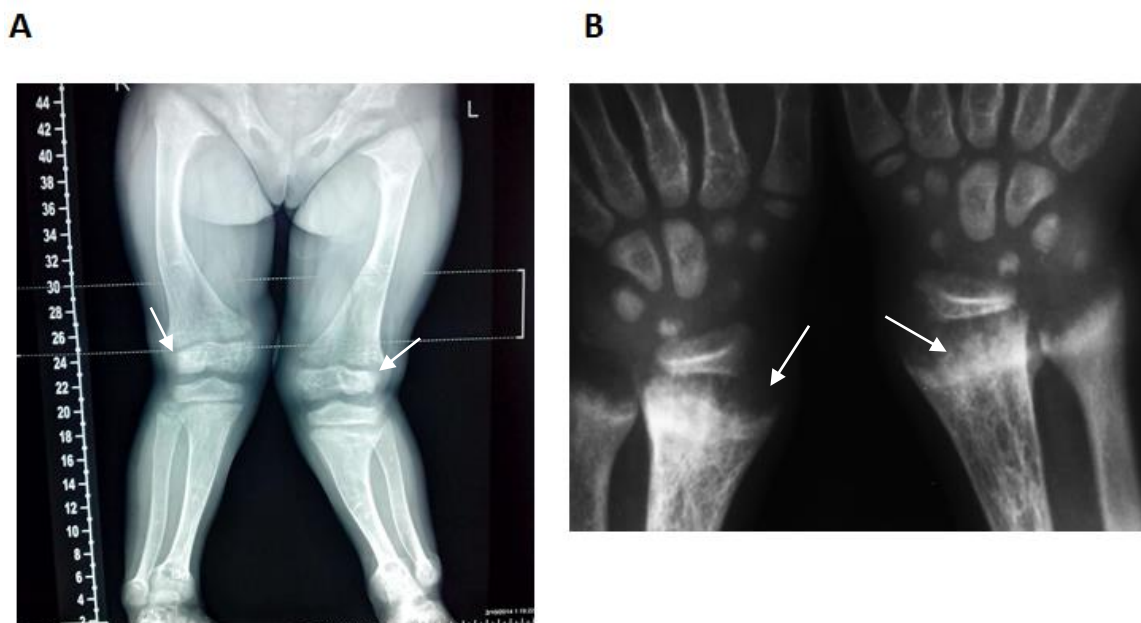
Рентгенограммы трубчатых костей пациента Е.М., 8 лет, диагноз Гипофосфатемический рахит.
